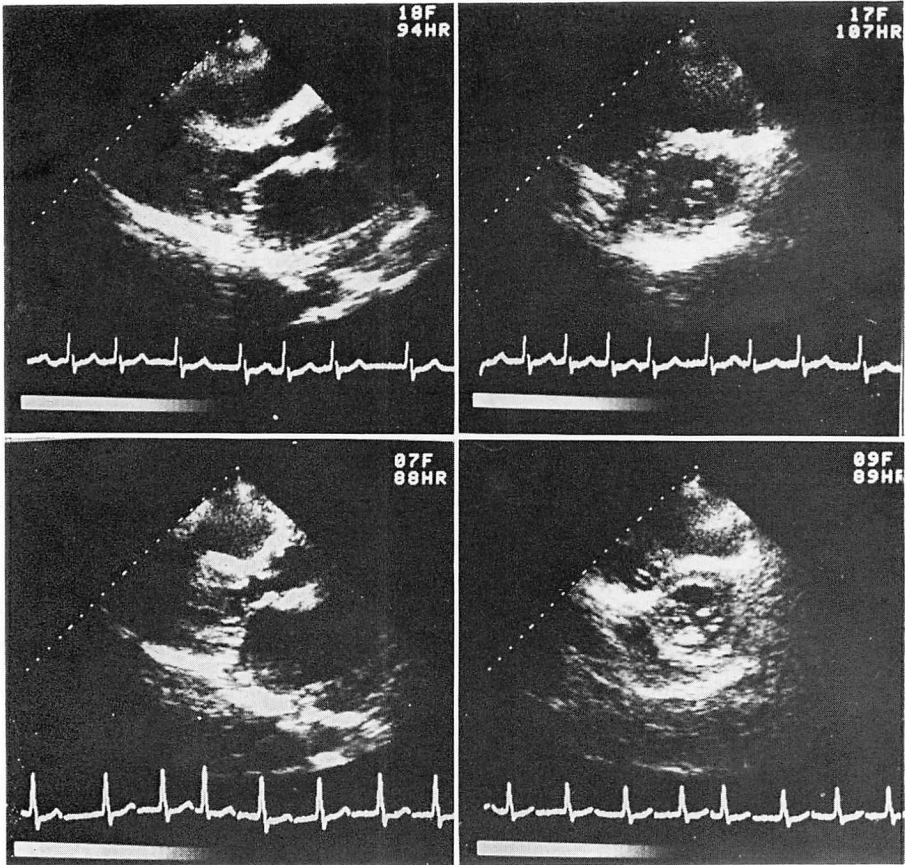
Two-dimensional echocardiograms (Case 3).
